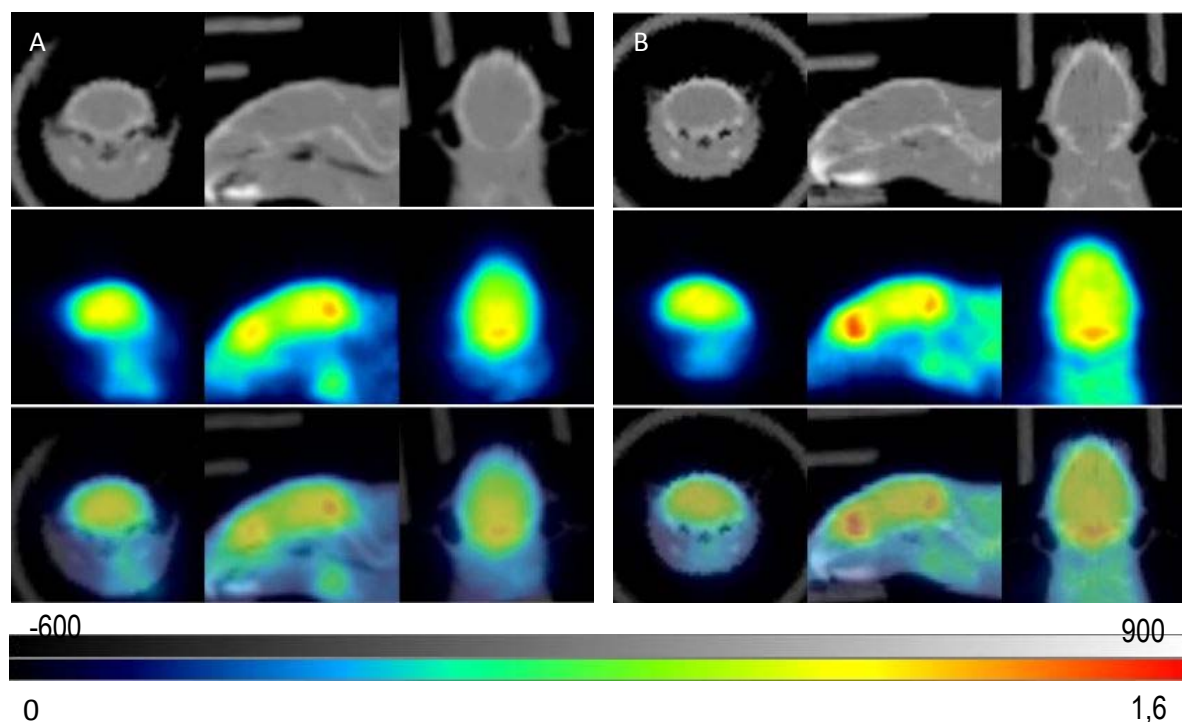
Imágenes de PET. En cada panel se observan, de arriba abajo: imágenes de MRI; imágenes de PET y superposición de ambos tipos de imágenes (en planos coronal, sagital y transversal). A. Ratón WT B. Ratón TgAPP control. Cuanto mayor sea la captación de glucosa, mayor será la señal, siendo el rojo el máximo y el azul el mínimo
